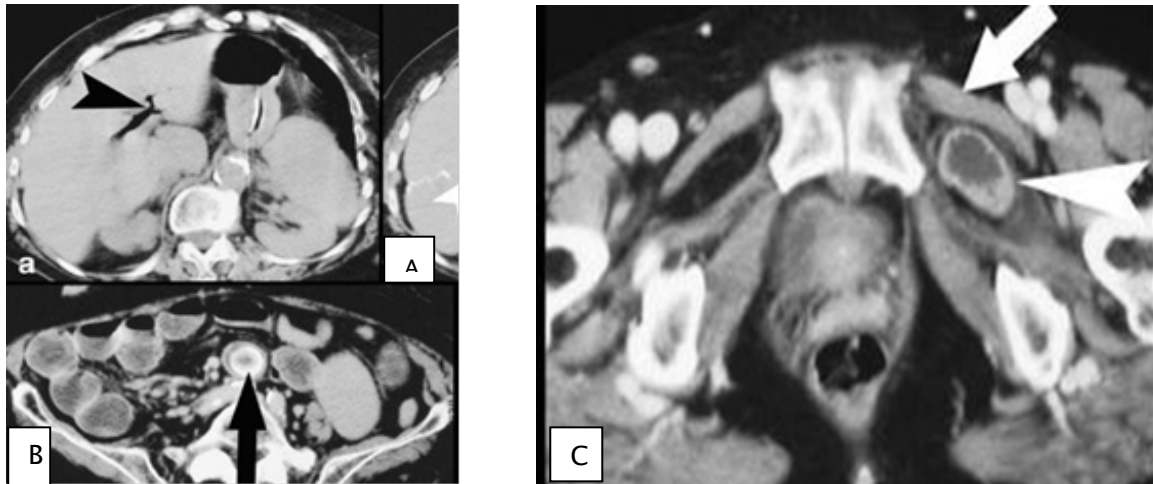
TDM : coupes axiales montrant une occlusion :
